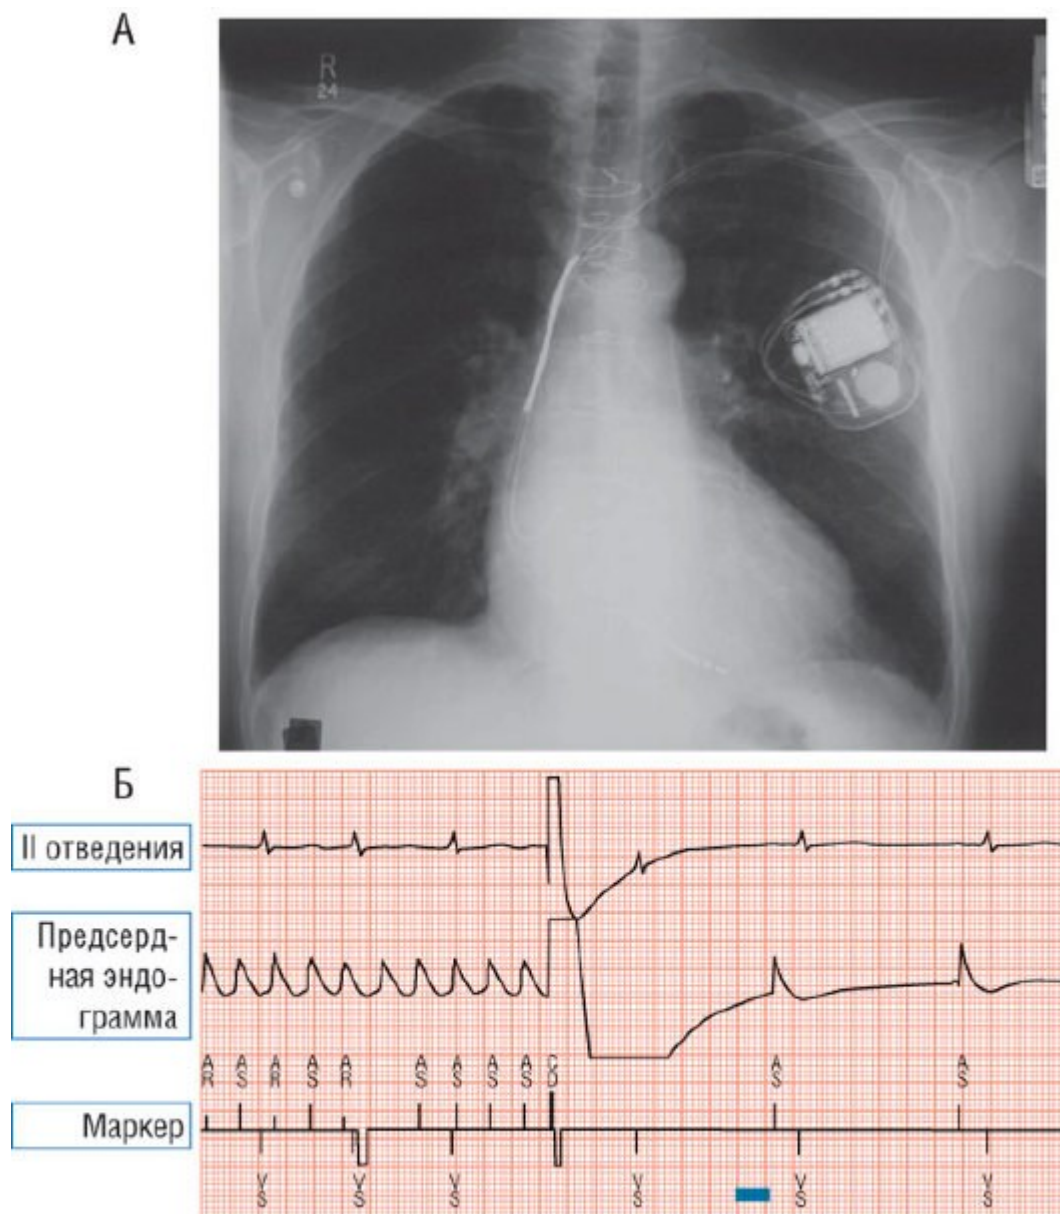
Рентгенограмма грудной клетки показывает двухкамерный ИКД для терапии предсердного ритма. Внутренняя кардиоверсия с помощью устройства шоком в 1 Дж при ТП/ФП.
